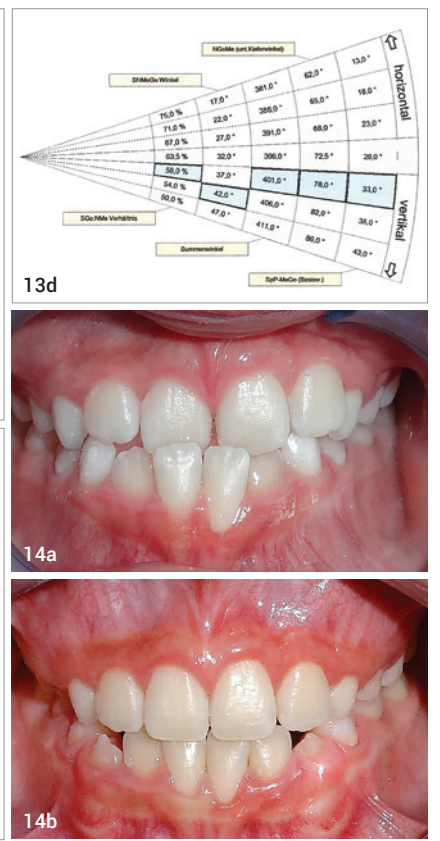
Finales Orthopantomogramm (a), finales FRS (b) sowie kephalometrische Analyse (c-f). Abb. 14a und b: Vergleich der intraoralen Aufnahmen vor (a) und nach (b) erfolgter Behandlung.
